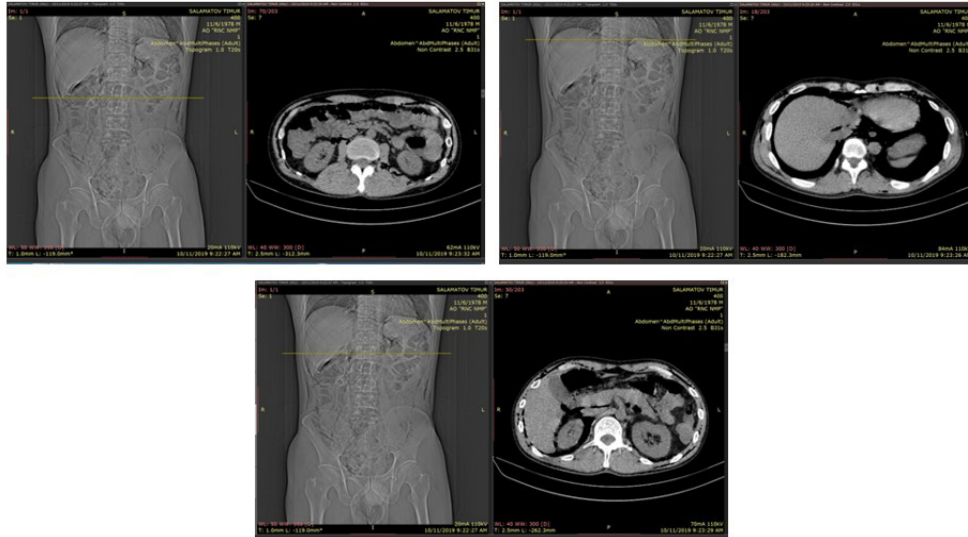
Computed tomography scan. A: Abdominal computed tomography scan showing intraperitoneal air surrounding the liver (arrow). B: Abdominal computed tomography scan showing retroperitoneal air surrounding the right kidney (arrow). C: Abdominal computed tomography scan showing subcutaneous air (arrow)
